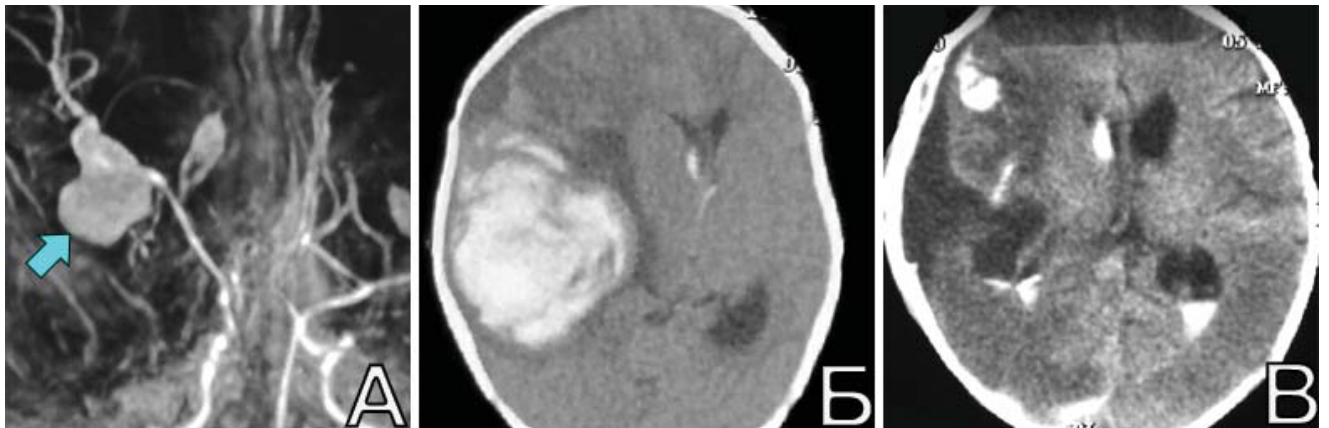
Пациентка Ф-ва, 1 месяц. А. МРА до операции: определяется крупная ФА (указана стрелкой) М1-сегмента правой СМА; Б. КТ в 1-е сутки повторного разрыва аневризмы: определяется большая ВМГ правого полушария; В. КТ головы через одни сутки после клипирования аневризмы и удаления ВМГ. ДТЧ не проводилась
